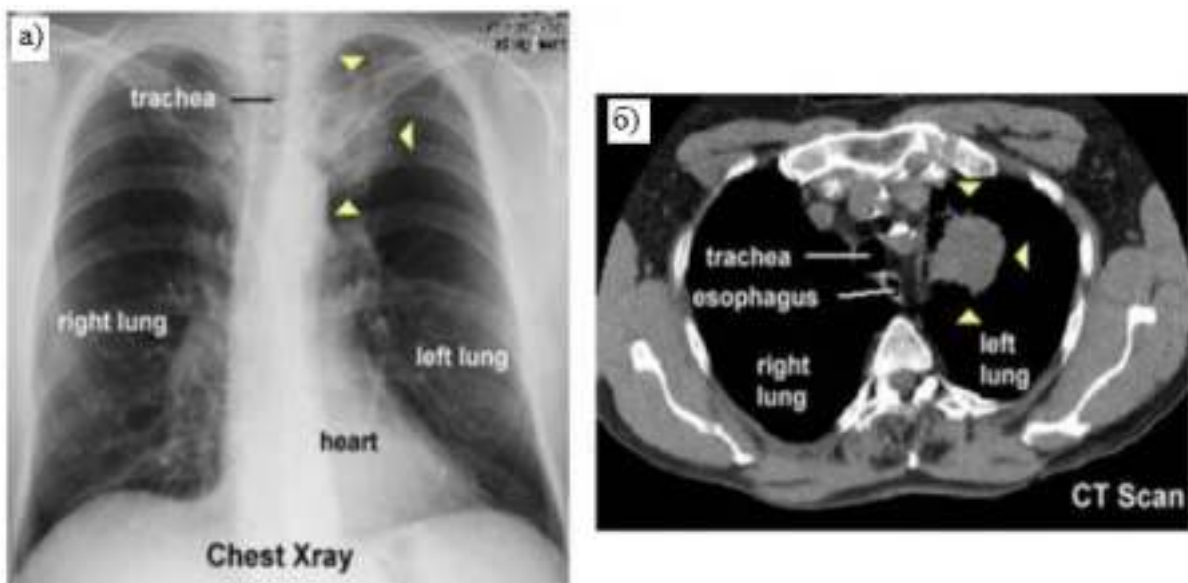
Рентгендіагностика (а) та КТ-сканування грудної клітки (б); розташування пухлини в лівій легені
